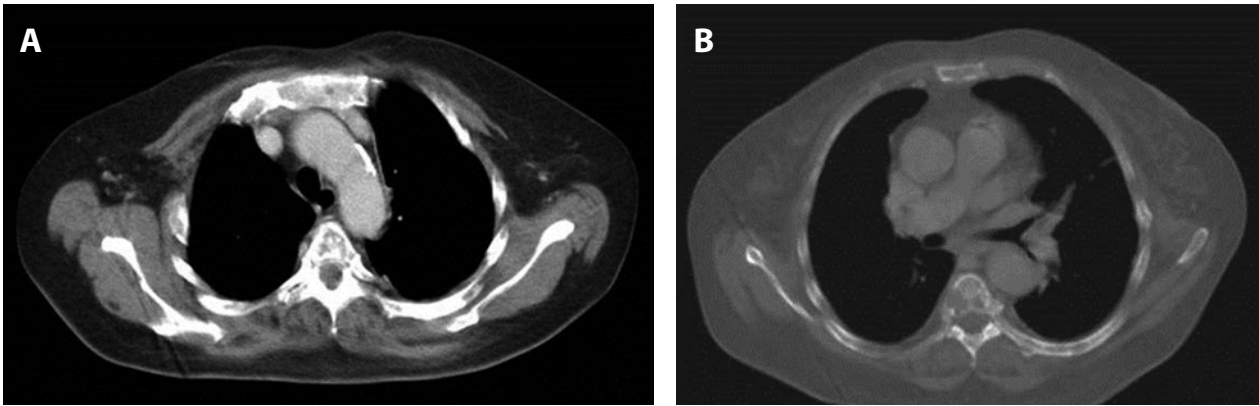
In thorax CT examination soft tissue window (8A), bone tissue window (8B), there are diffuse lytic bone metastasis at costas and thoracic vertebrae.
